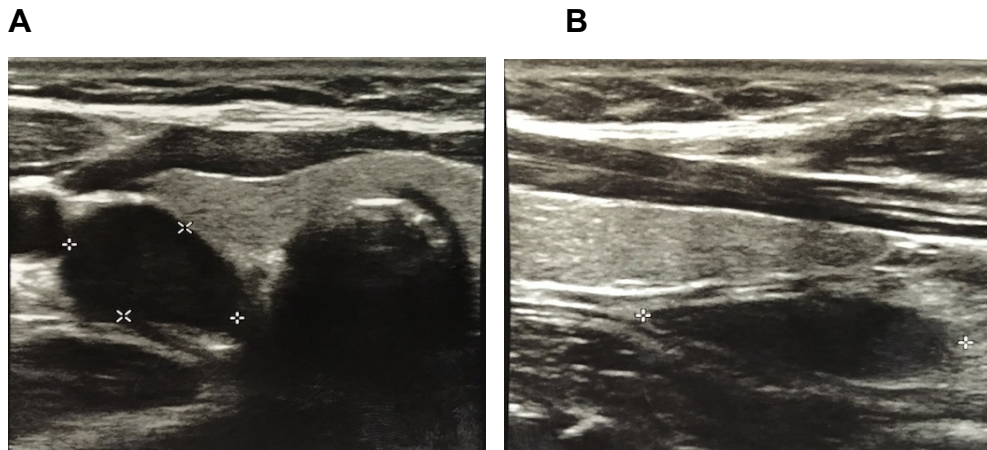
USG de paratireoides da indivíduo III.1. Observa-se aumento das paratireoides em polo inferior do lobo direito, medindo 4,4 cm (A) e do lobo esquerdo, medindo 2,3 cm (B)
